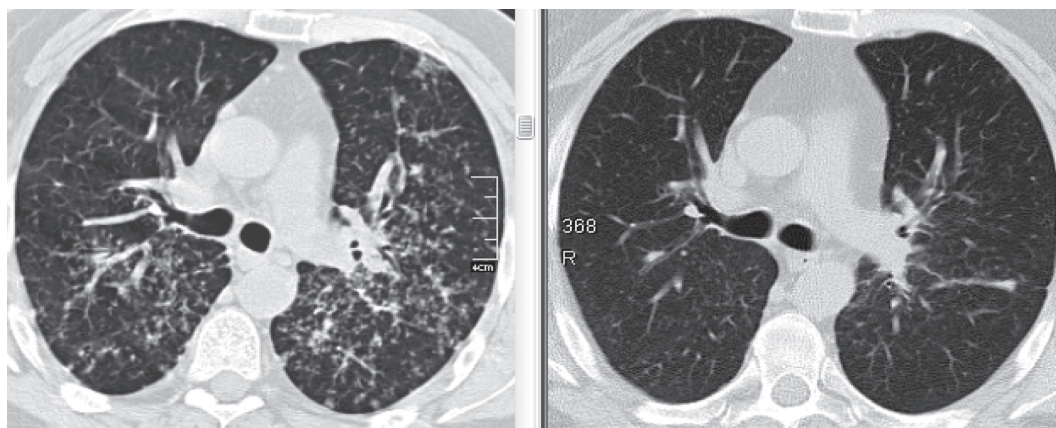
МСКТ больного С. (слева — исходные данные, справа — через 3 мес ГКС-терапии). Фаза регрессии саркоидоза: почти полное исчезновение узелковой диссеминации в легких.
